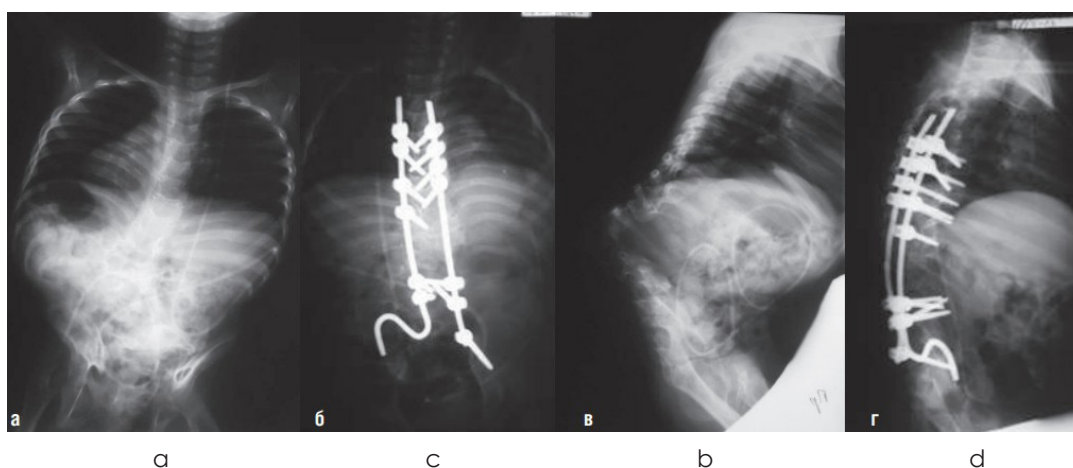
Рентгенограммы позвоночника до (а, в) и после (б, г) лечения
